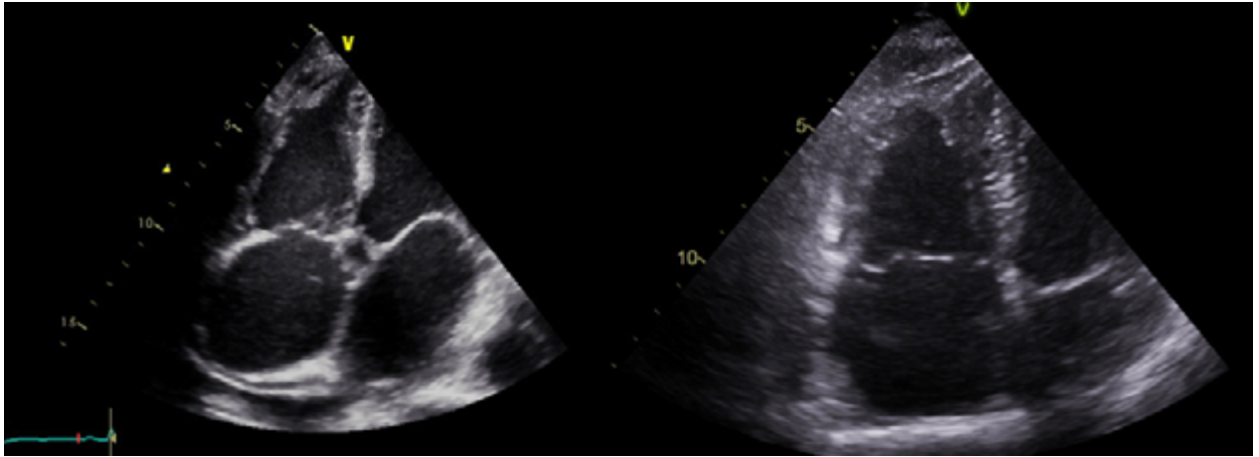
(좌) 진단 시 (우) levothyroxine 16개월 복용 후 심장 초음파 사진
